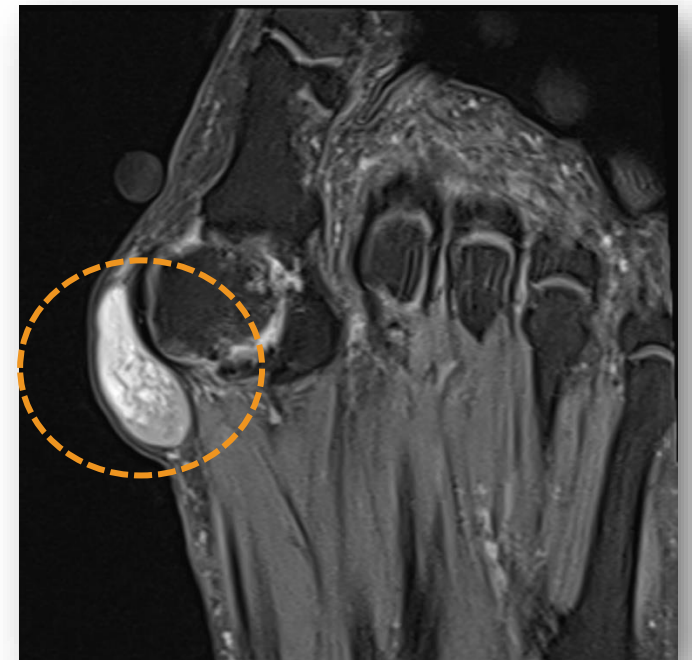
Mediante RM se confirma la presencia de una lesión de partes blandas con una intensidad de señal intermedia-baja en secuencias potenciadas en T1. Tras la administración de CIV, se observa un intenso realce homogéneo.
